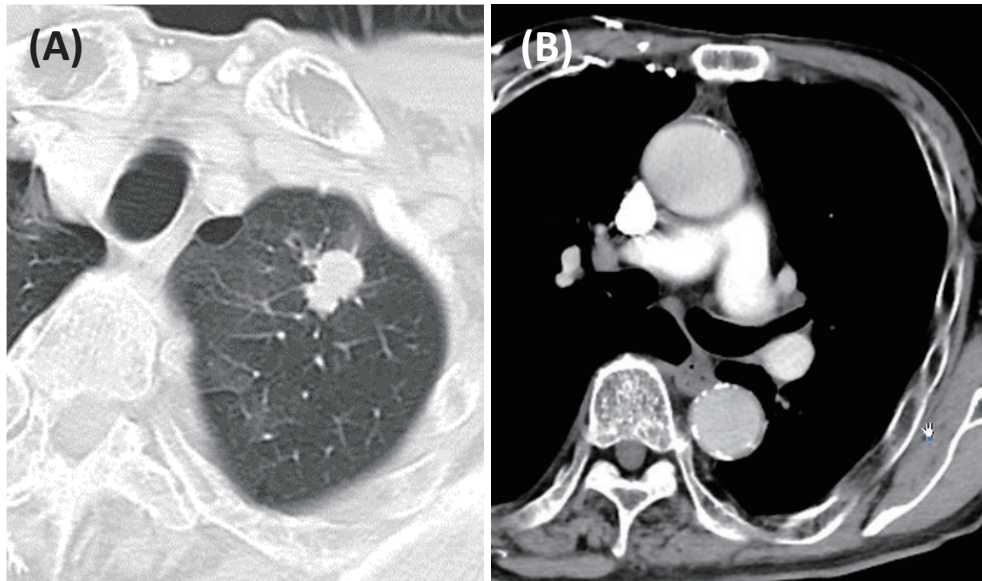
(A) A chest computed tomographic image showing a nodule in the left upper lobe (diameter: 18 mm). (B) No significant size lymphadenopathy was found.
